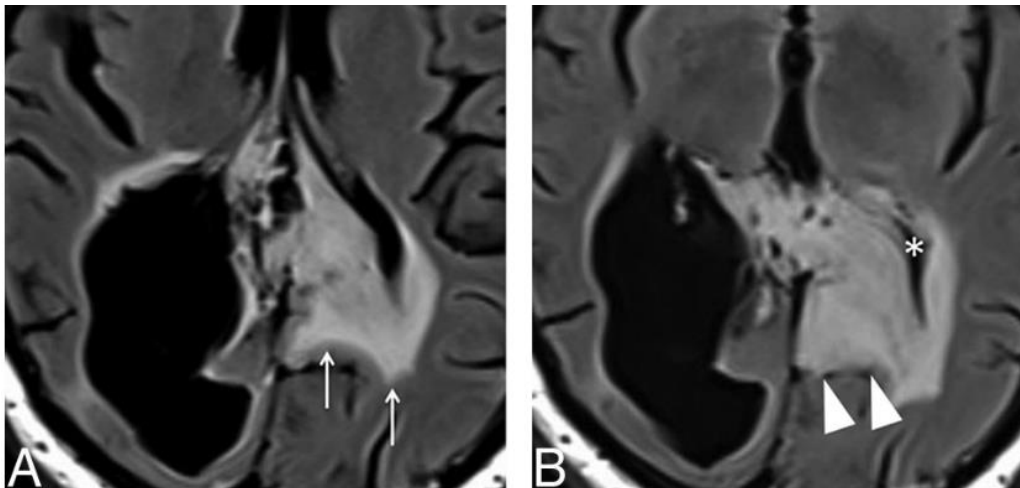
Características de imagem do componente sem realce de tumores gliais. Um homem de 36 anos foi submetido a ressecção parcial e radioterapia (RT) adjuvante de um astrocitoma difuso extenso. A- Imagem axial ponderada em T2 Fluid Attenuated Inversion Recovery (FLAIR) obtida 5 anos após o término da RT demonstra extensa hiperintensidade que cruza a linha média através do esplénio do corpo caloso (setas), representando provavelmente uma mistura de tumor de baixo grau e lesão pós-rádica. B- imagem T2W FLAIR axial obtida 8 meses depois mostra a desfocagem da substância branco-acinzentada no lobo parietal esquerdo (pontas da seta), bem como o apagamento do ventrículo lateral esquerdo (asterisco), o que é consistente com infiltração neoplásica (doença progressiva). Adaptado de(17).
